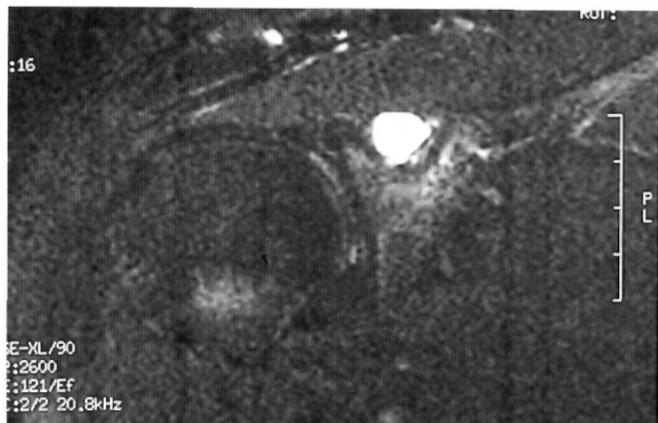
Resonancia Magnética en la que se aprecia hiperintensidad correspondiente al ganglione en fosa supraescapular.
